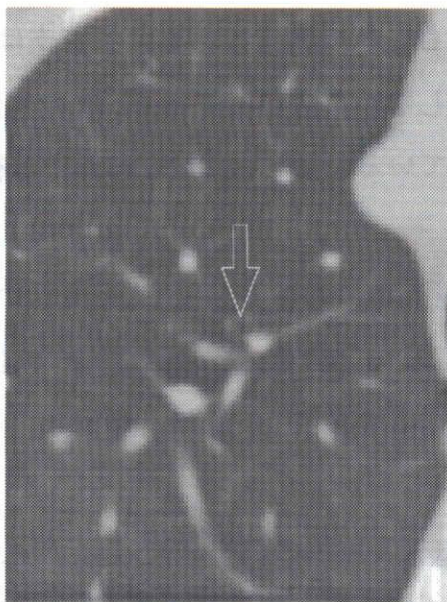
An example of bronchus area on an X-ray CT image (indicated by the arrow).
